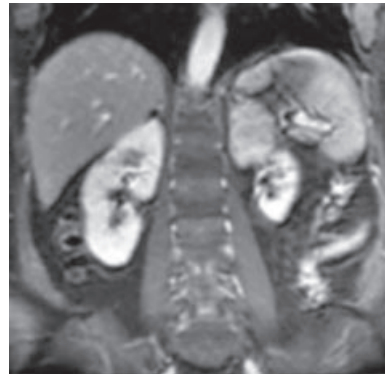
La resonancia magnética confirma masa hiperintensa en T2. No involucra estructuras adyacentes.
